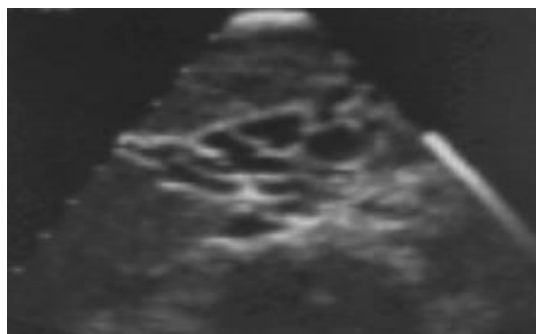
une échographie simple montrant une image de multiples structures anéchogènes situées dans le hile hépatique correspondant à un CP.
